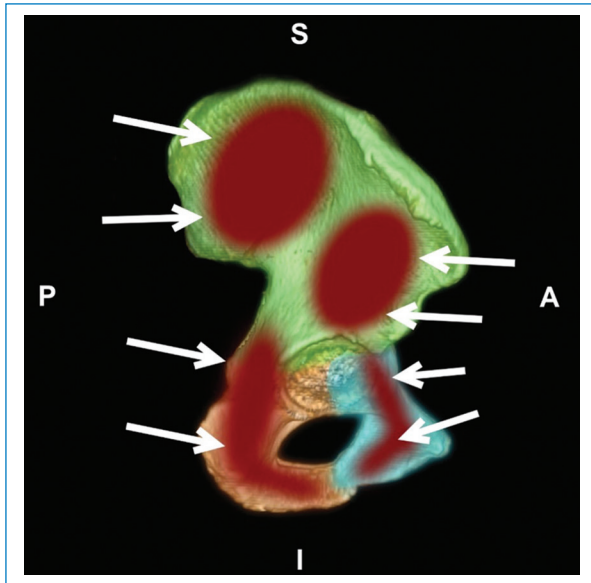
TC con reconstrucción 3D de pelvis, vista sagital. Huesos ilíaco (verde), isquion (naranja) y pubis (celeste). En rojo, lesiones óseas y sus vías de abordaje (flechas).
